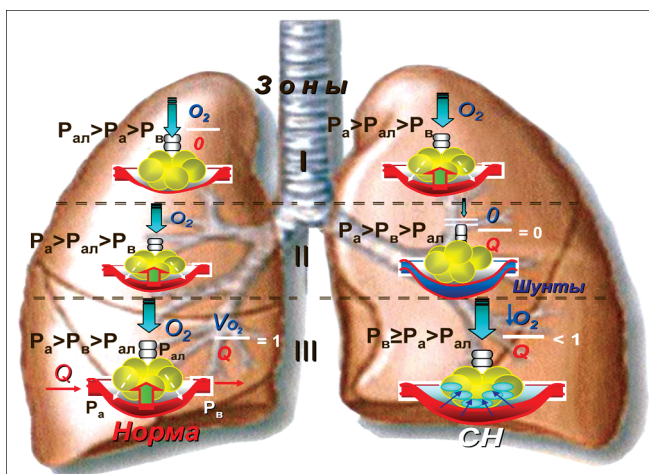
Модель формирования различных зон вентиляционно-перфузионных соотношений и внутрилегочных шунтов в норме и при ОЛЖН.
